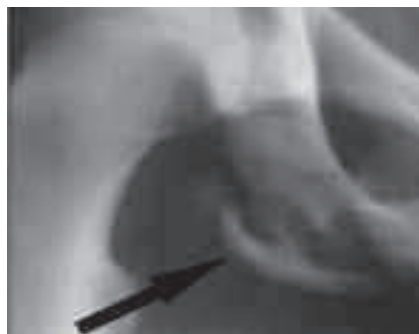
"Distacco apofisario". Particolare di radiografia in proiezione AP dell'emibacino destro che dimostra un distacco da avulsione del nucleo di ossificazione della tuberosità ischiatica (freccia).
